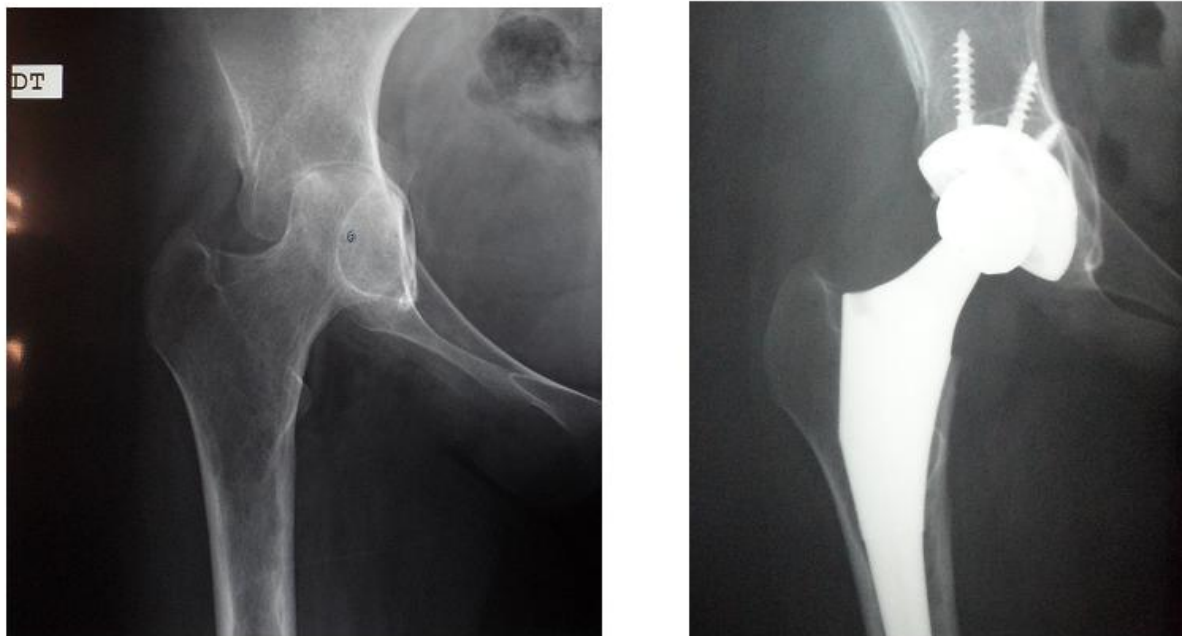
Cas no.13 de notre série ; radiographies standards de coxite rhumatismale avant et après chirurgie : reconstruction faite par autogreffe spongieuse avec une cupule non cimentée vissée
